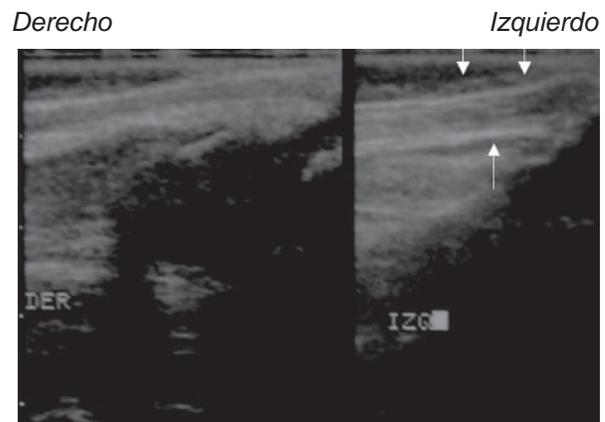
Ultrasonido comparativo del tendón de Aquiles seis semanas después de la tenotomía: en la imagen derecha el tendón no ha sido cortado. El tendón del lado izquierdo intervenido se observa igual al sano, lo que indica reparación completa.
